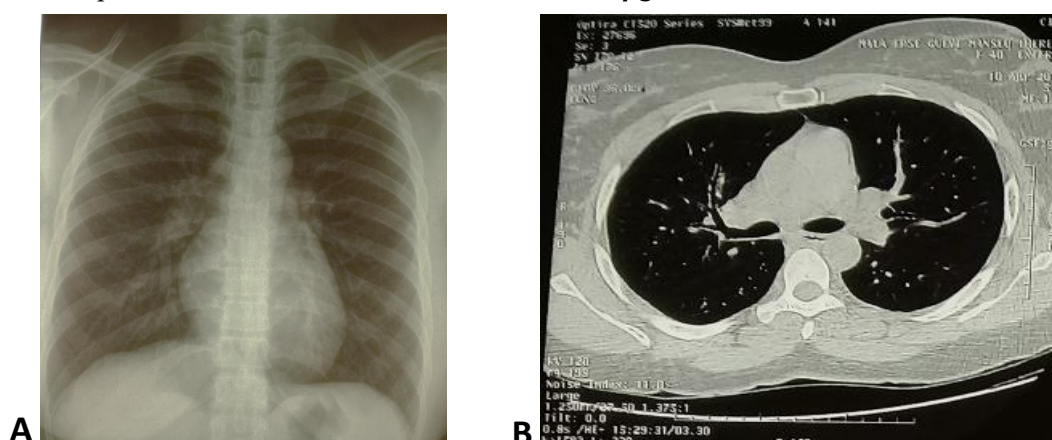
(A, B) : Radiographie de face et tomographie thoracique en coupe parenchymateuse montrant un nettoyage des lésions
